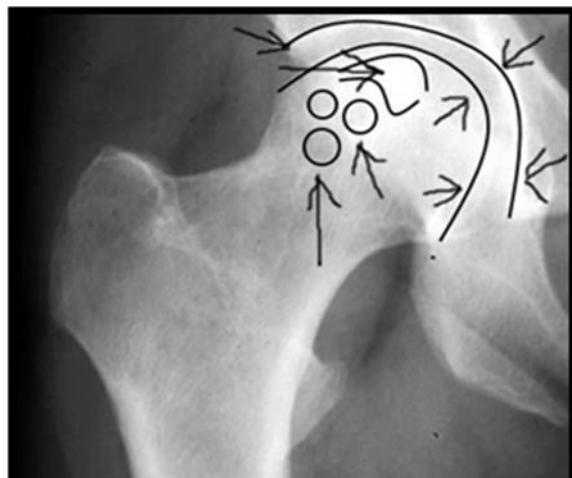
13. Radiografie șold – față - geode, osteocondensare și aspect pătat al capului femural.
